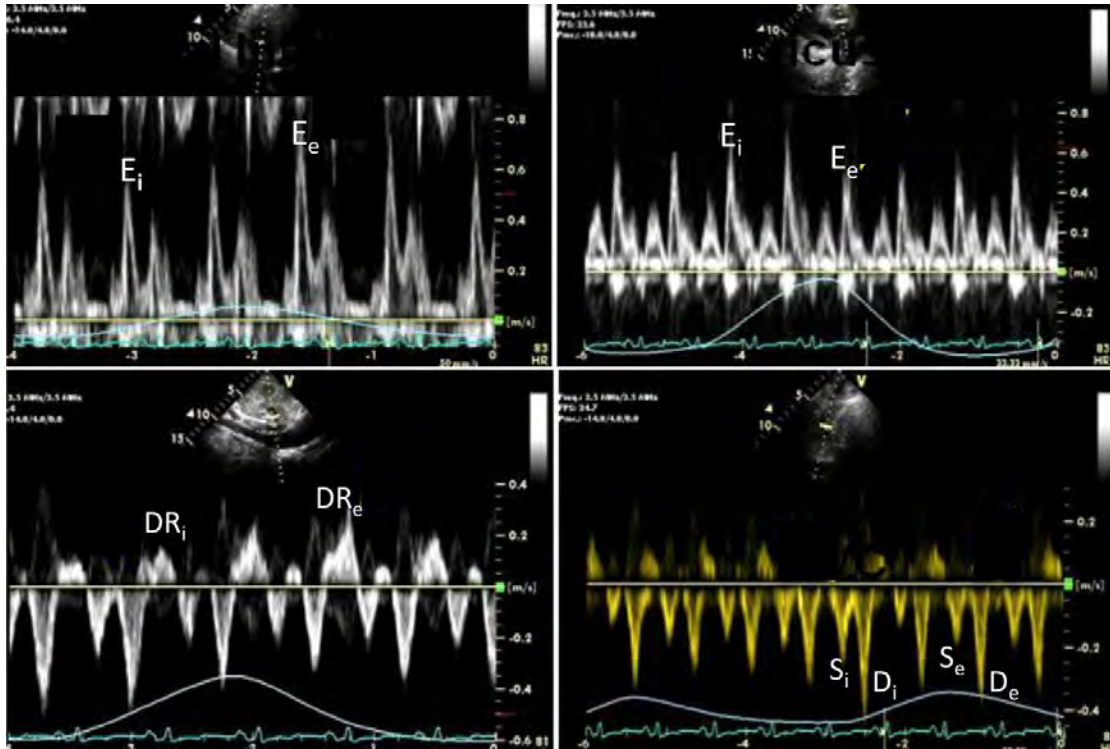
缩窄性心包炎患者经典 PW 多普勒超声心动图征象显示二尖瓣流入速度（左上），三尖瓣流入速度（右上），肝静脉（左下）和上腔静脉（右下），同时伴有同步呼吸运动记录。E、DR_i和 S_i 分别代表吸气期的 E 峰，舒张期逆流速度和收缩期流速。E_e、DR_e和 S_e 分别代表呼气期的 E 峰，舒张期逆流速度和收缩期流速。
